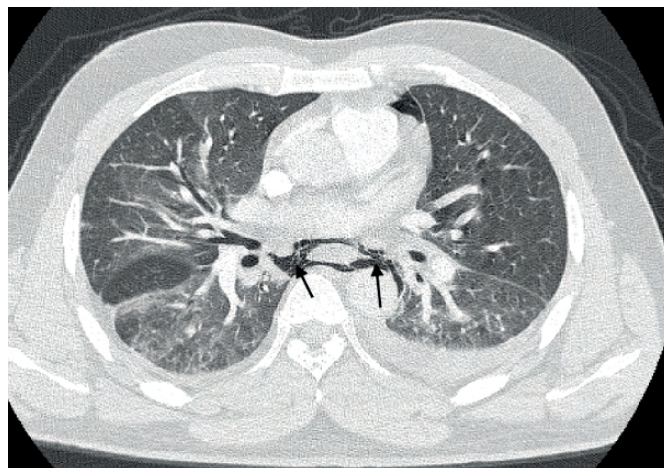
TDM thoracique montrant l'emphysème Cervical antérieur (flèches)
